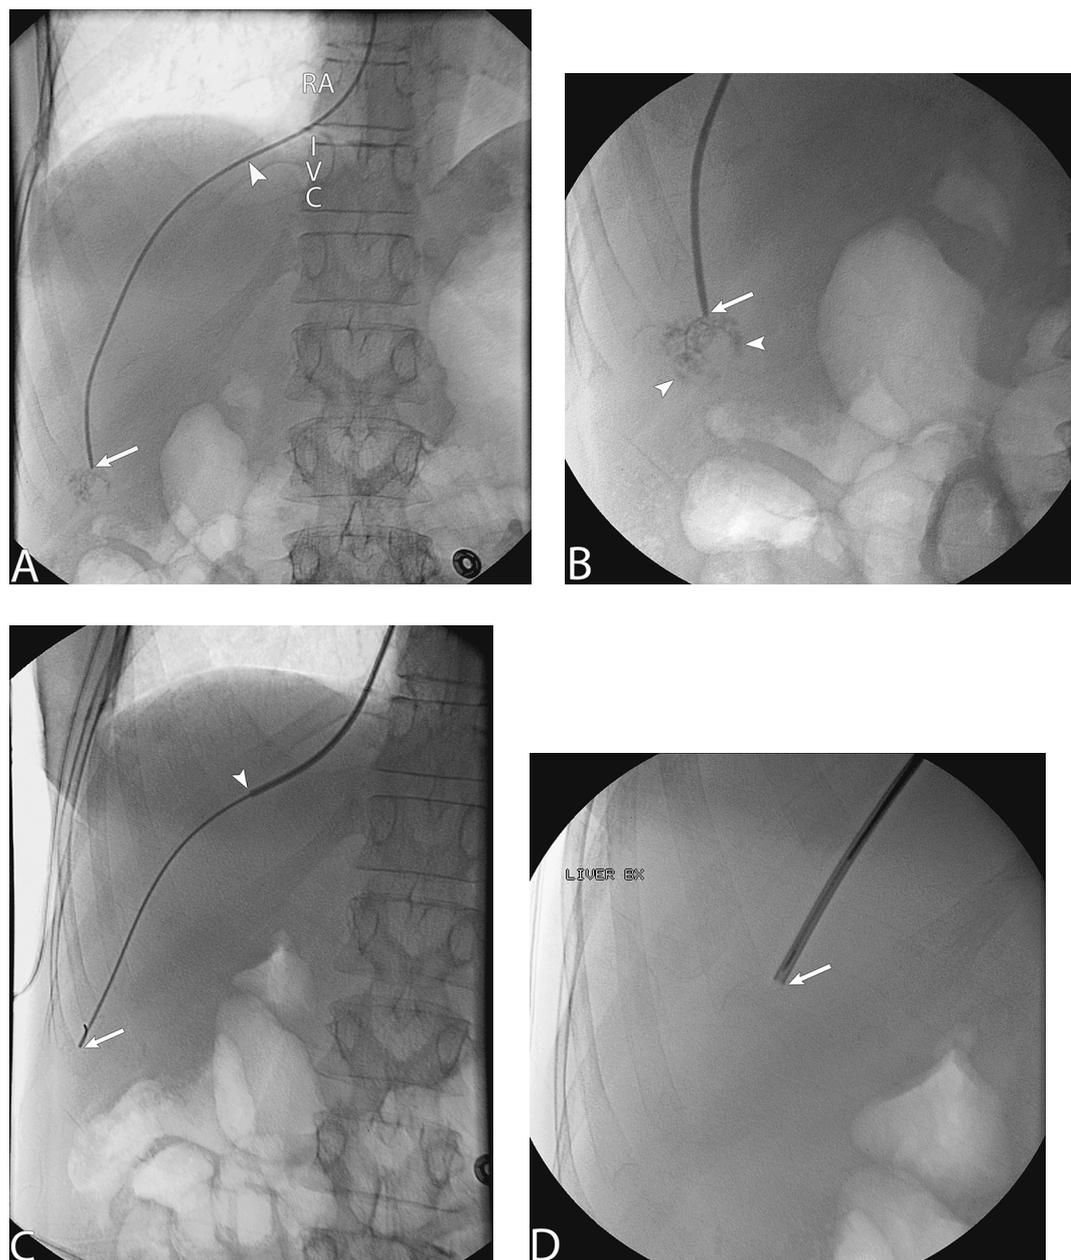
Простые рентгеновские снимки на первом этапе чрезъяремной биопсии печени. На первом этапе осуществляется селективная катетеризация одной из печеночных вен. Правая печеночная вена предпочтительнее, так как в нее можно дальше провести проводник и катетер. (А) Во фронтальной проекции правая печеночная вена обычно начинается (ее кавальное отверстие: *треугольная стрелка*) возле позвоночно-диафрагмального угла, ближайшего к соединению. Катетер 5-French (по шкале Шарьера) был проведен через верхнюю полую вену и правое предсердие (RA) в нижнюю полую вену (IVC). Выполнен правый поворот и катетер проведен полностью вниз по периферической зоне (нижняя поверхность капсулы печени: *стрелка*). (В) Одиночный рентгеновский снимок, который представляет собой увеличенное изображение периферической зоны печени возле кончика катетера 5-French, изображенного на рис. 1.1А. Контраст, очень осторожно вводимый через кончик катетера (*стрелка*), окрашивает печеночную паренхиму (*треугольные стрелки*). Это доказывает, что катетер вклинен и можно определить давление заклинивания печеночных вен. Полученный результат, когда показатель давления
